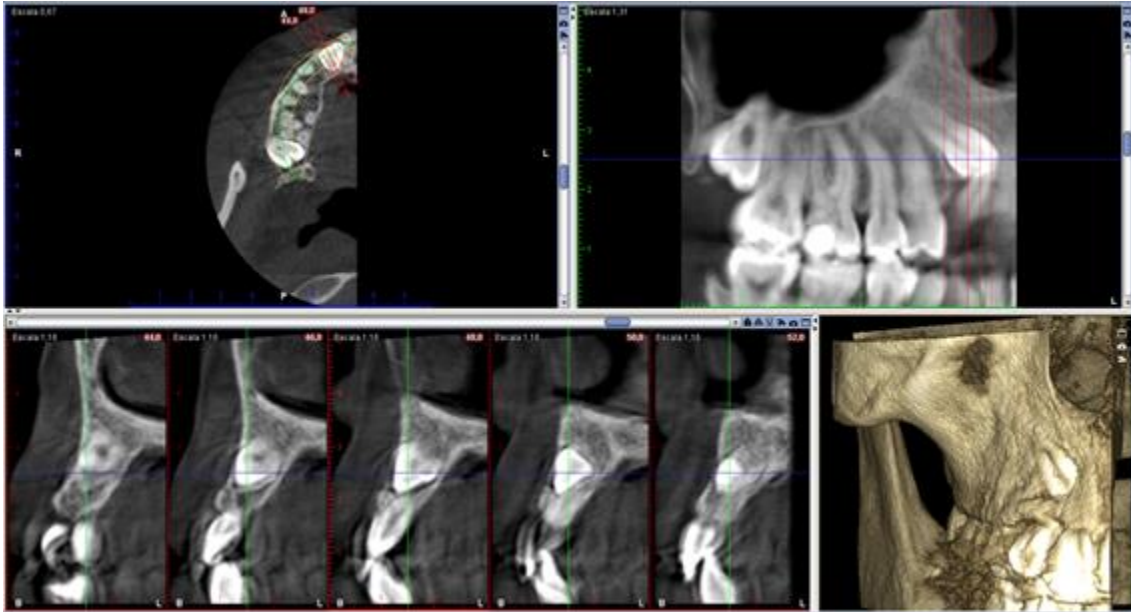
Tomografía computarizada de haz cónico para el *planning* de la tracción ortodóncica del canino incluido 13.
